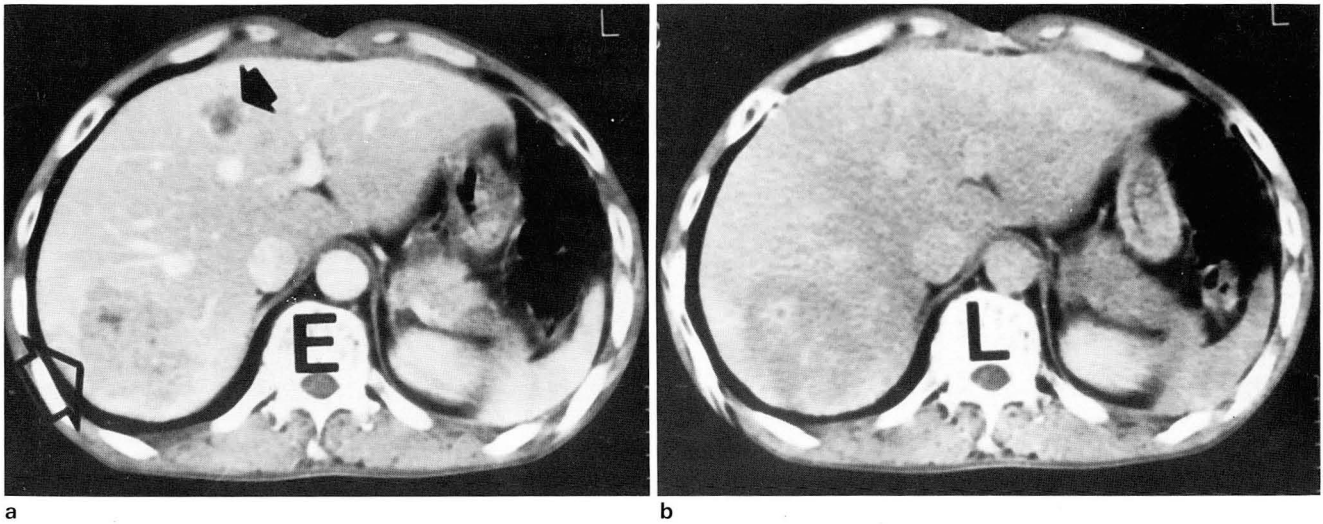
a. Early phase of bolus dynamic CT scan shows large(open arrow) and small metastatic masses(arrow) with peripheral high attenuation area.
